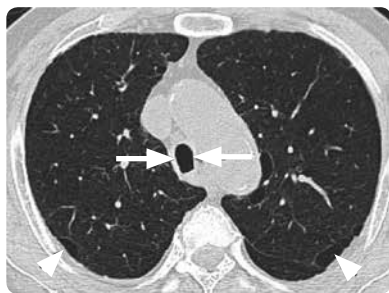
Tomografía de tórax, ventana de pulmón en lóbulos superiores. Deformidad de la tráquea con incremento del diámetro anteroposterior del tórax y disminución del diámetro transversal por tráquea "en sable" (flechas) en paciente con EPOC. Se aprecian algunas áreas de enfisema paraseptal en lóbulos superiores (cabezas de flecha).
